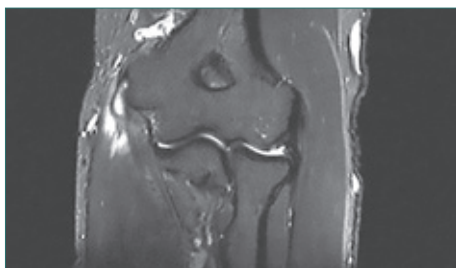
MRT bei Golferellenbogen mit sichtbarem Defekt der Unterarmbeugesehne am inneren Oberarmknochen
